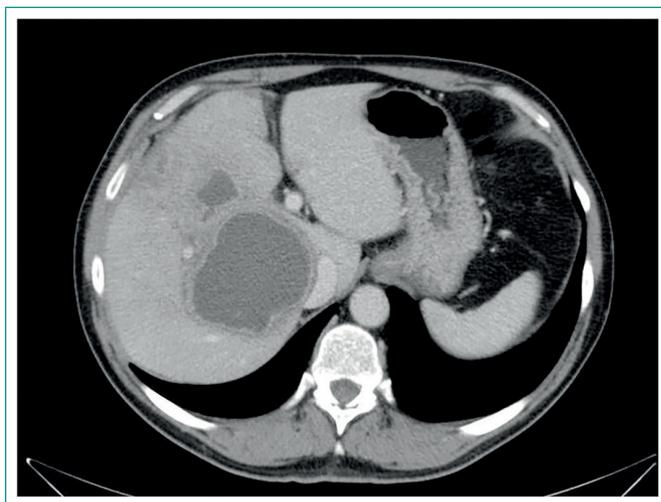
TC de abdomen de control con contraste
